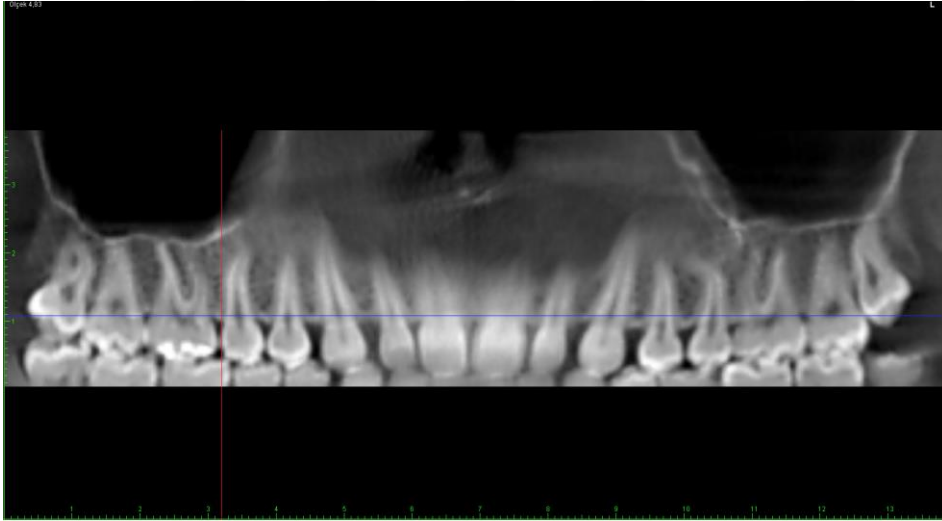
A. Konik ışınlı bilgisayarlı tomografi görüntüsünde koronal kesitte okluzal düzlemin yere paralel olduğunu gösteren kesit. B. Konik ışınlı bilgisayarlı tomografi görüntüsünde aksiyal kesit. C. Konik ışınlı bilgisayarlı tomografi görüntüsünde sagittal kesitte okluzal düzlemin yere paralel olduğunu gösteren kesit. D. Konik ışınlı bilgisayarlı tomografi görüntüsünde 3D rekonstrüksiyon görüntüsü
